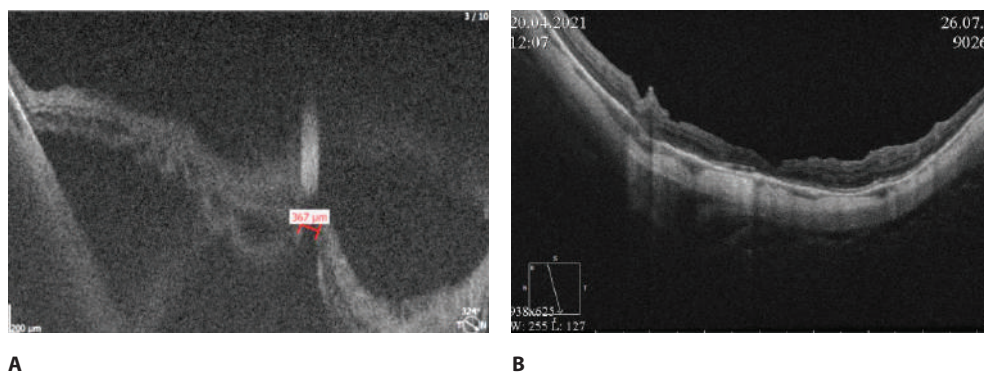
Оптическая когерентная томограмма глазного дна пациента Н. с отслойкой сетчатки, вызванной макулярным отверстием, в глазу с миопией высокой степени: А – до операции максимальный линейный диаметр МО составил 367 мкм, визуализируется отслойка в макулярной области; В – через 3 месяца после операции МО закрыто, сетчатка прилежит
